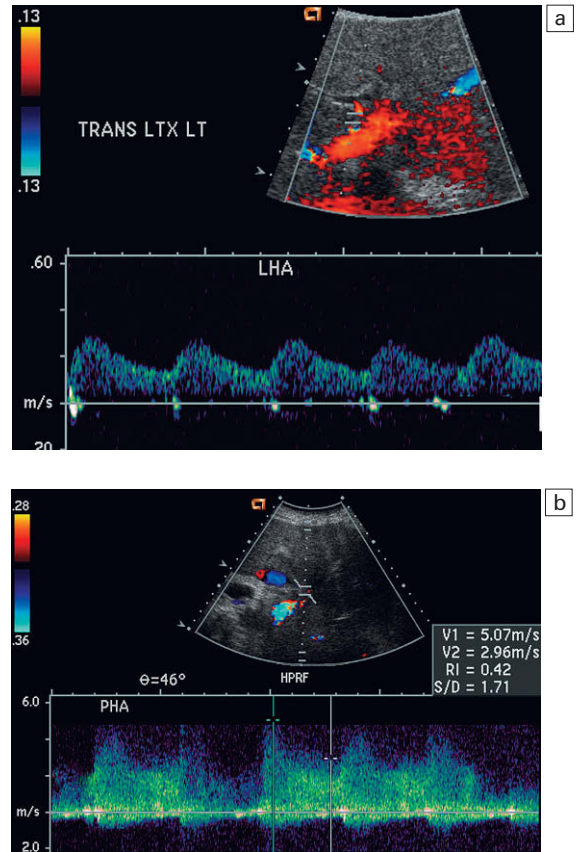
a) Trazado Doppler color y espectral del perfil de flujo arterial intrahepático. El patrón tardus parvus con un pico retardado en la sístole, el redondeamiento de la curva sistólica y el flujo de resistencia relativamente baja son indicativos de flujo arterial hepático entrante insuficiente y sugieren estenosis. El ecografista debe desplazar cuidadosamente el volumen de muestreo a lo largo de la arteria hepática y fuera del hígado en busca del punto previo a la estenosis. En este caso (b) un chorro de alta velocidad medido en más de 5 m/seg identificó el punto de estenosis en el espacio subhepático.
